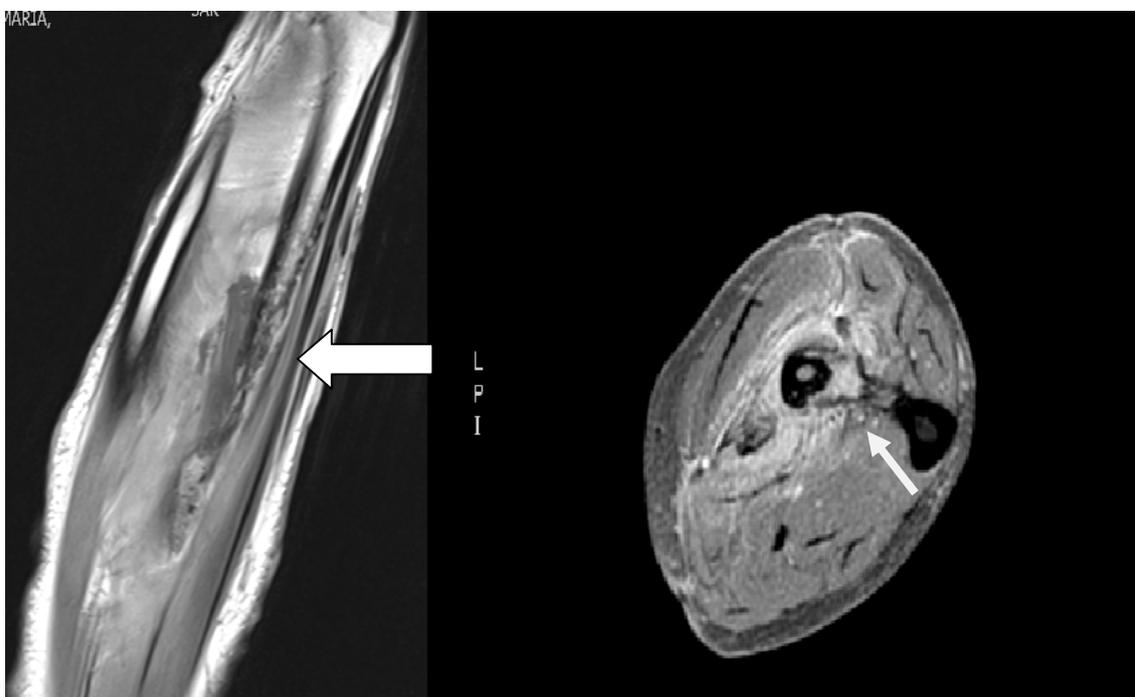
Imágenes de RM de la misma paciente de la osteomielitis de radio en la que se observa además de la alteración ósea, un absceso a nivel de la membrana interósea como signo de afectación de partes blandas (flechas).
